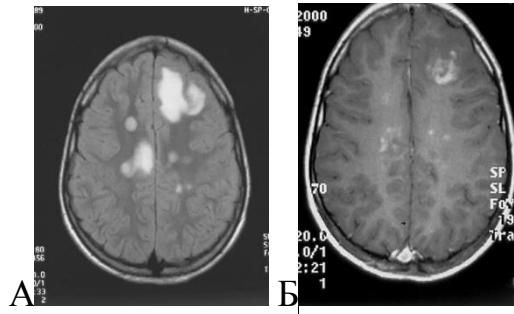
МРТ пациента Ш., 10 лет. История болезни № 3161, 2015 г. Диагноз: Диссеминированный энцефаломиелит, вызванный ВВЗ. А) FLAIR-ИП, аксиальный плоскость. Диффузные сливные очаги демиелинизации разных размеров в белом веществе обоих полушарий головного мозга. Б) T1-ВИ с в/в контрастированием. Множественные очаги накопления контраста в перивентрикулярных отделах, крупный очаг в виде полукольца в белом веществе левой лобной доли
